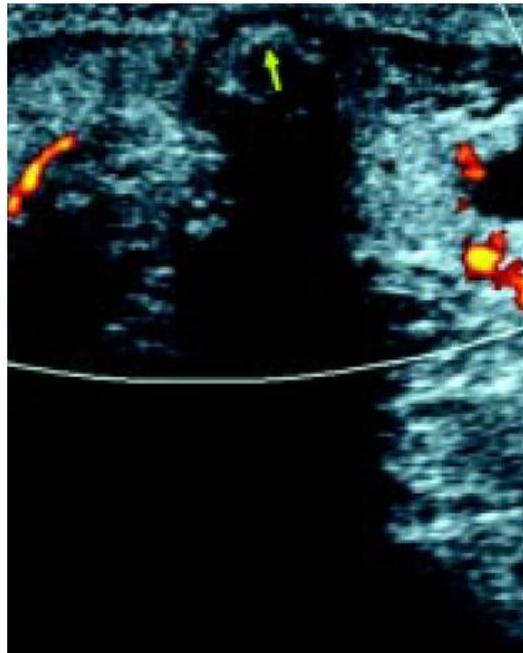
Imagen ultrasonográfica longitudinal, con nódulo sólido con calcificación central gruesa (flecha).
